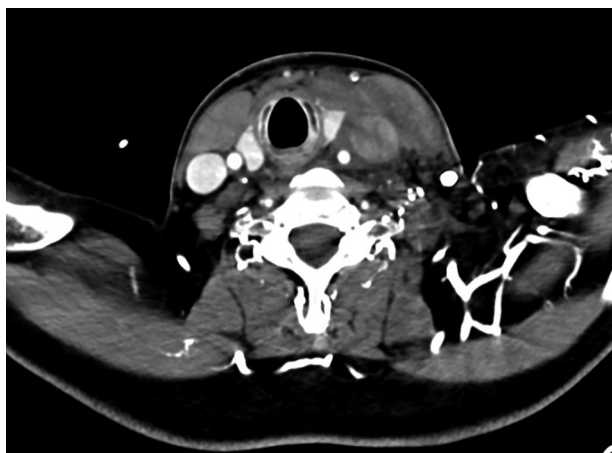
TC: plano axial. Desplazamiento de la carina por trombosis de la vena yugular y edema ipsilateral.
